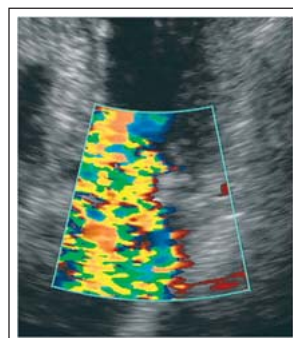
Farbdoppler Mitralinsuffizienz
